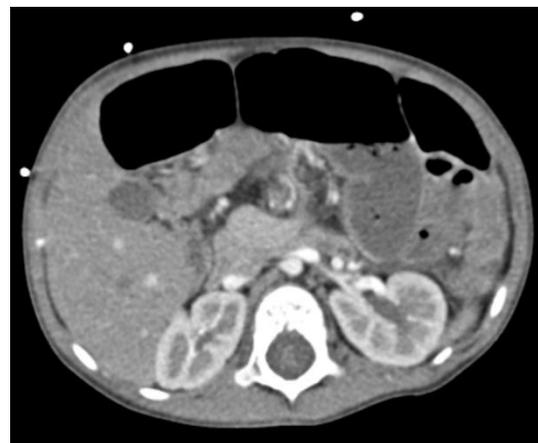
Angiotomografia computadorizada em plano transversal: ansa intestinal distendida na região central, contorna os vasos mesentéricos superiores à esquerda e cruza a linha média em direção à direita, no espaço aorto-mesentérico, em posição inferior ao duodeno, achados que não permitem excluir hérnia interna, nem volvo intestinal.
